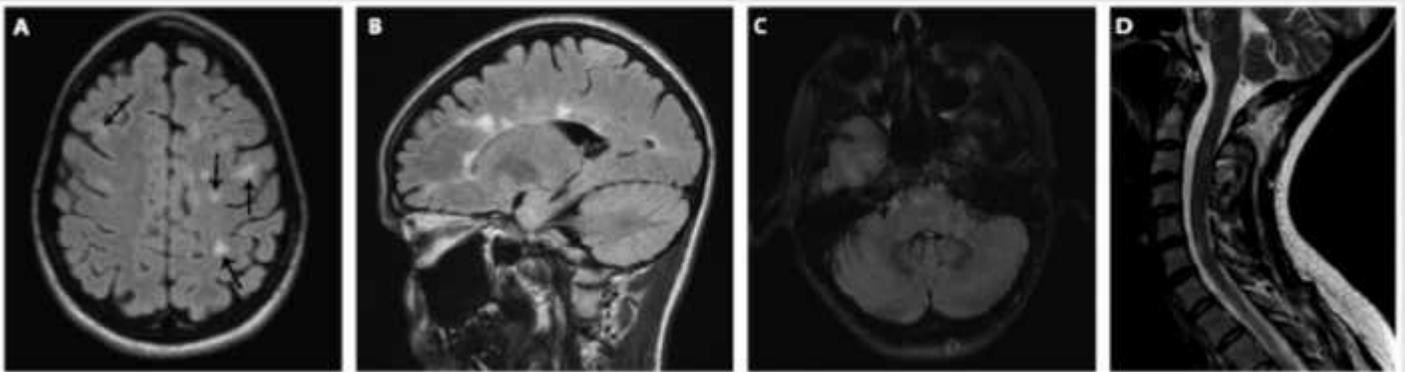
Lesiones Típicas de esclerosis Múltiple en IRM A) Lesiones Yuxtacorticales, B) Lesiones periventriculares en cuerpo calloso “Dedos de Dawson” C) Lesiones infratentoriales en pedúnculos cerebelosos. D) Lesiones en medula espinal.
